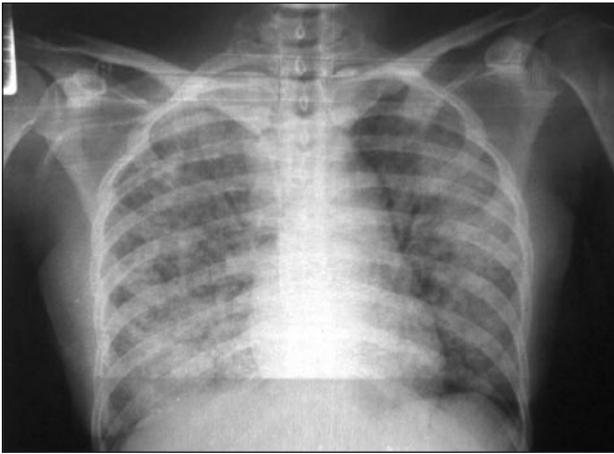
Radiografía de tórax: infiltrados alveolares difusos en ambos campos pulmonares.
